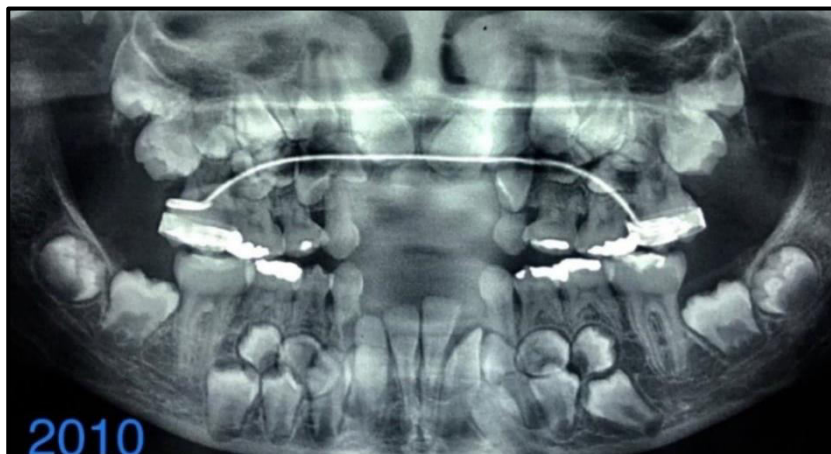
Radiografia após as 08 extrações realizadas (51, 52, 61, 62, 71, 72, 81,82).
